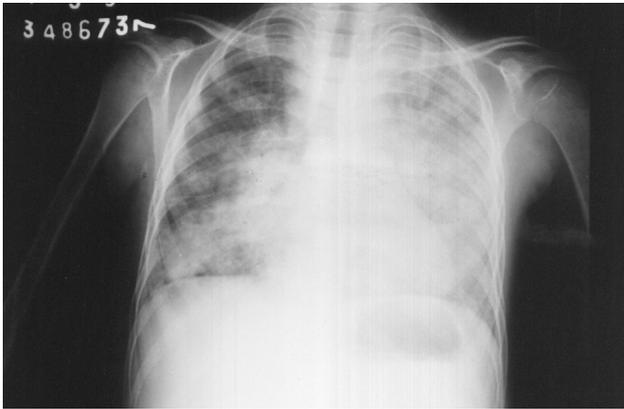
Radiografia de tórax após agudização, mostrando infiltrado tipo misto (intersticial com áreas de alveolização, esparsas em ambos os pulmões, principalmente em terços inferiores, sendo mais importante à esquerda) e espessamento da cisura horizontal
